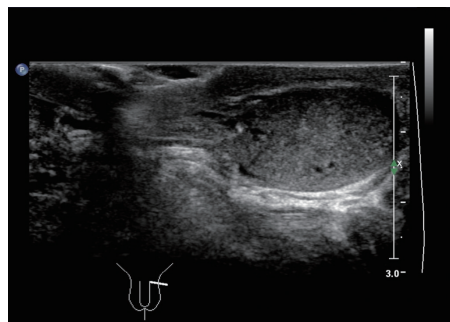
超声示左侧阴囊下极侧可探及与睾丸回声近似的包块,其头侧可见带状蒂向阴囊头侧延伸
